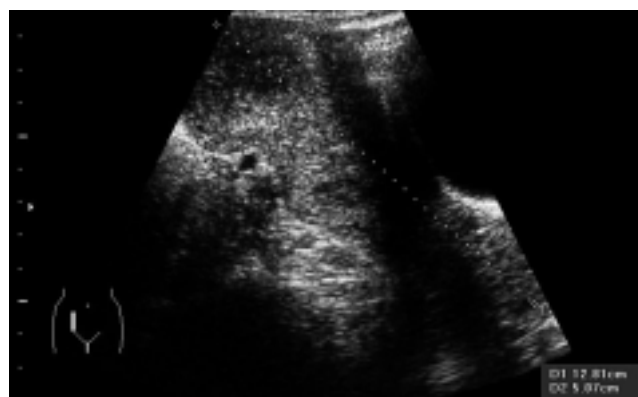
Ultrasonido abdominal con embarazo de 8.2 semanas de gestación.
